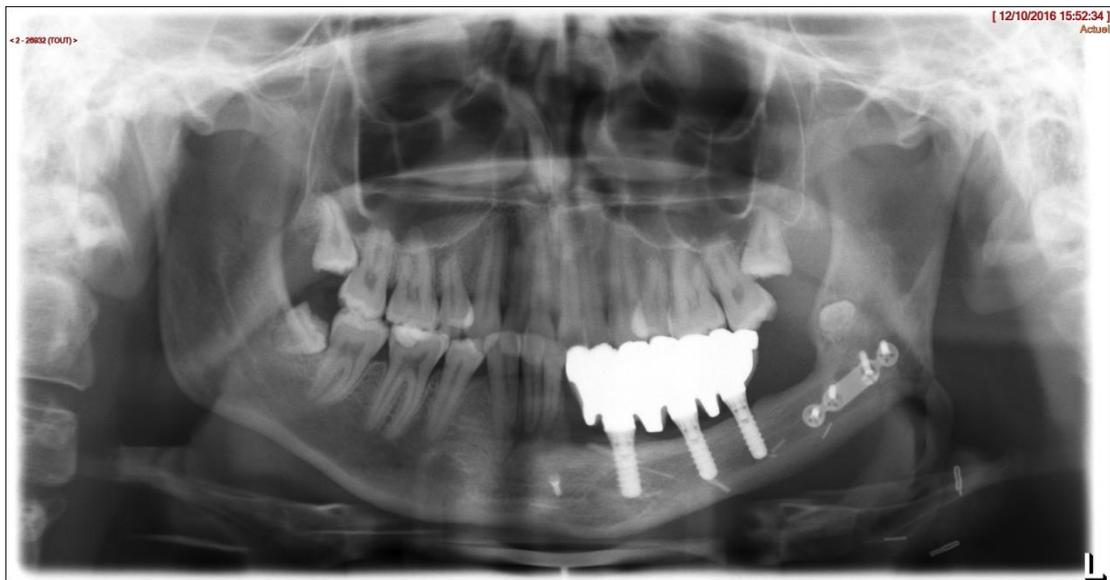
Radiographie panoramique
